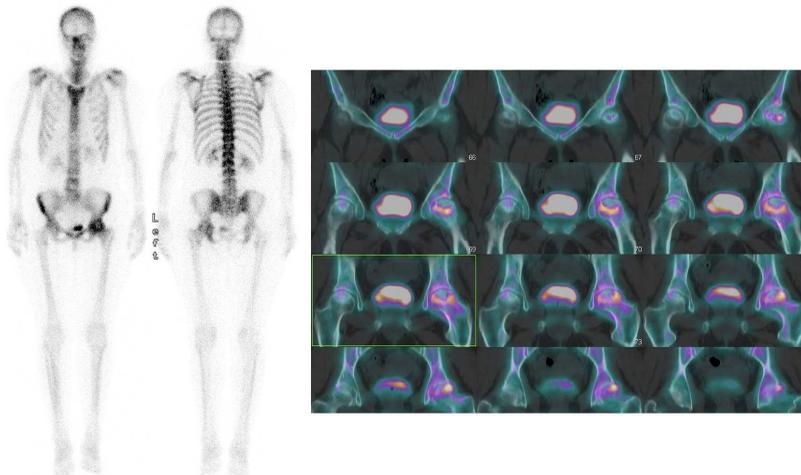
Scintigraphie osseuse, ostéonécrose bilatérale des têtes fémorales. Images corps entier à gauche et tomoscintigraphie couplée à la tomodensitométrie à droite.
